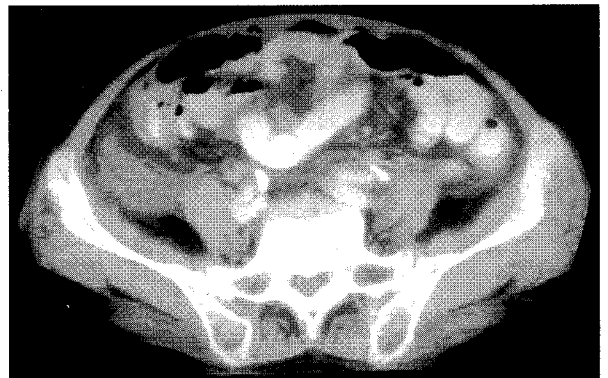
Abdominal computed tomography shows wall thickening of appendix and adjacent cecum and pericecal loculated fluid collection.
